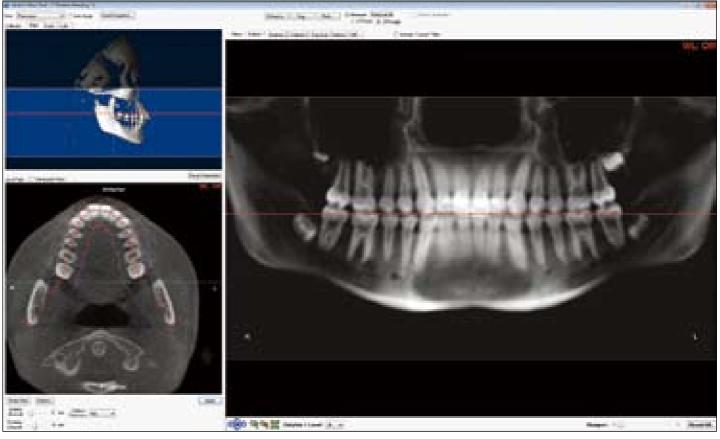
从患者3D CBCT扫描中构建2D类曲断影像。
